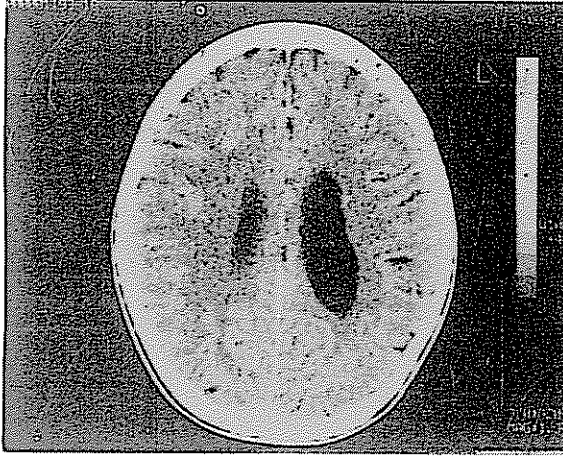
Preoperatif dönemde çekilen kranial tomografide, sol parietal yerleşimli, ödemi olmayan, minimal çevresel kontrast tutan ve shift etkisi görülen kistik yer kaplayıcı kitle izlenmektedir.
